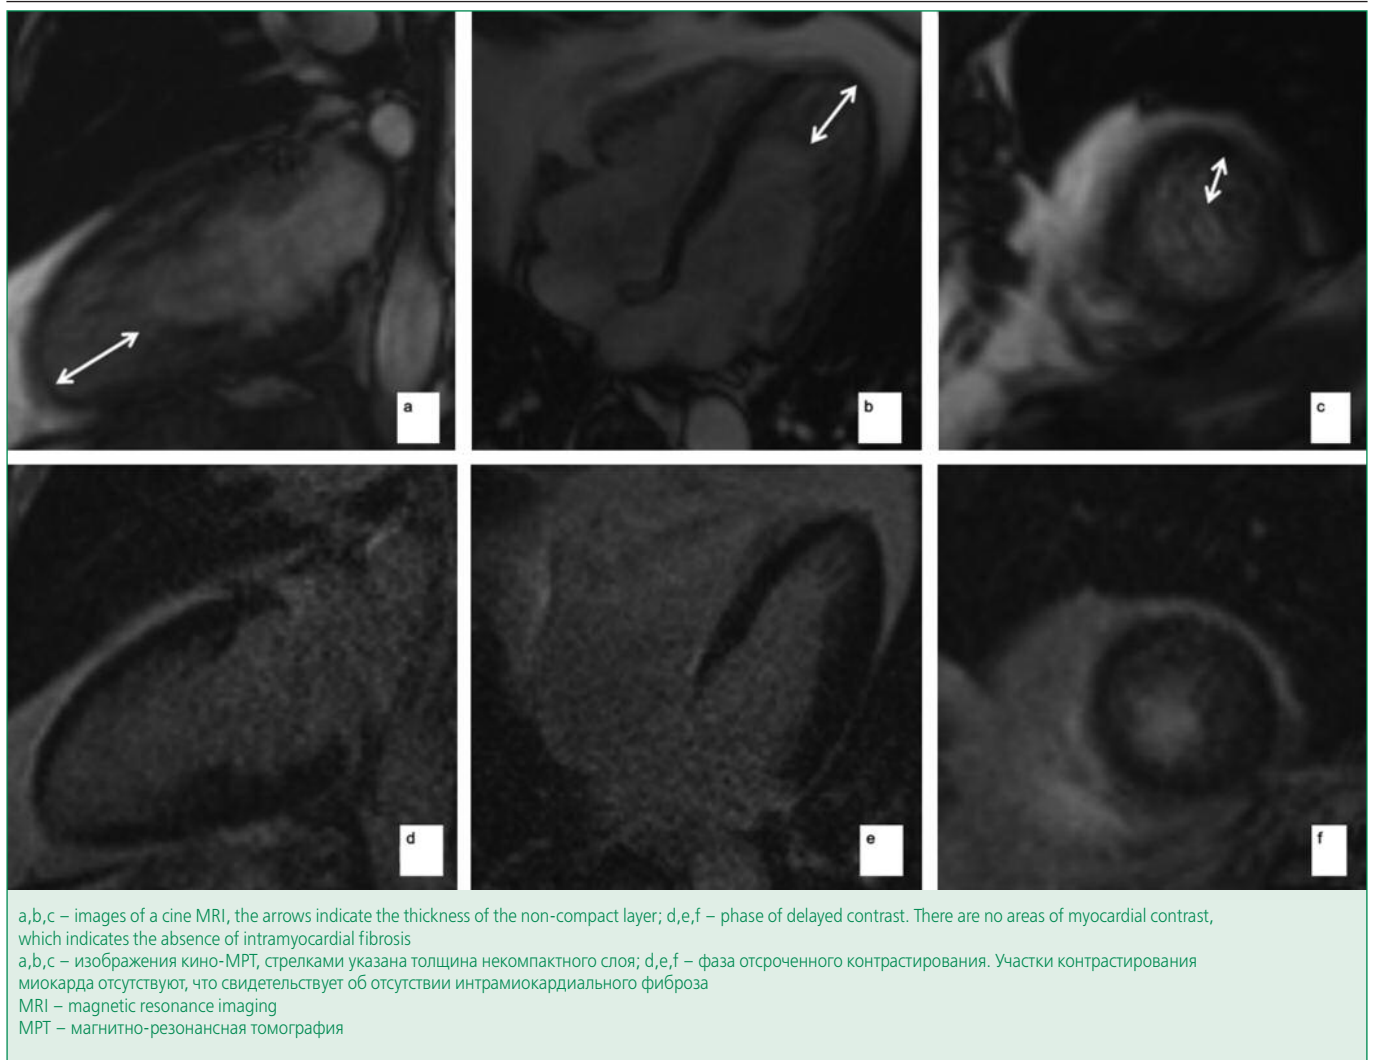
Cardiac MRI of the proband's father
